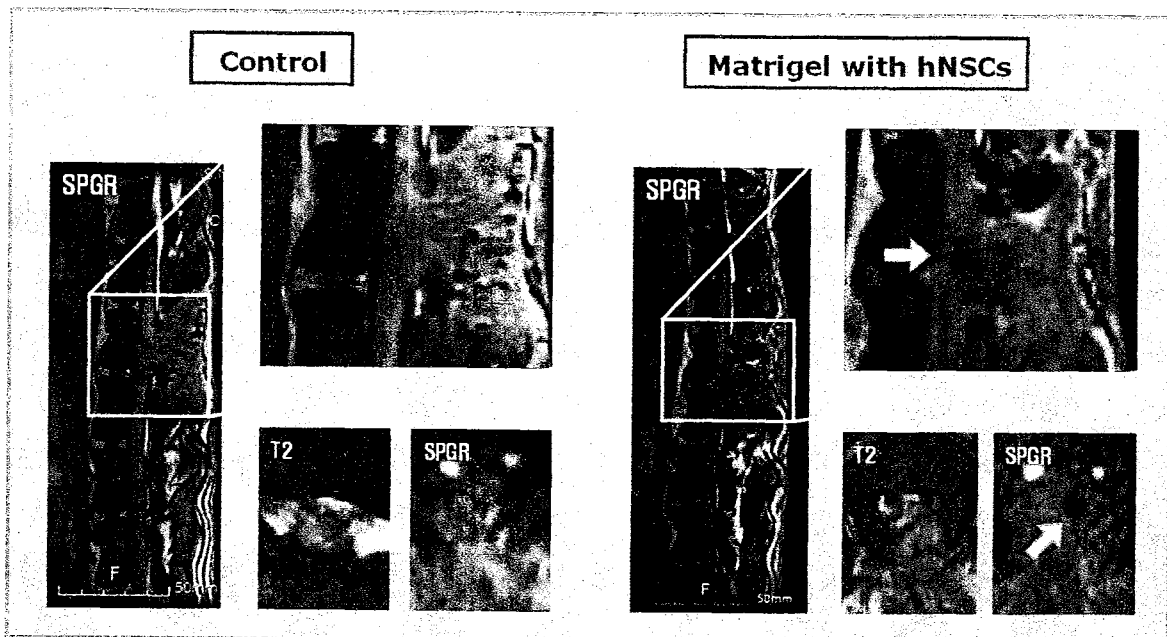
SPGR sequence MRI에 의해 저음영 소견으로 관찰되는 이식된 줄기세포.
